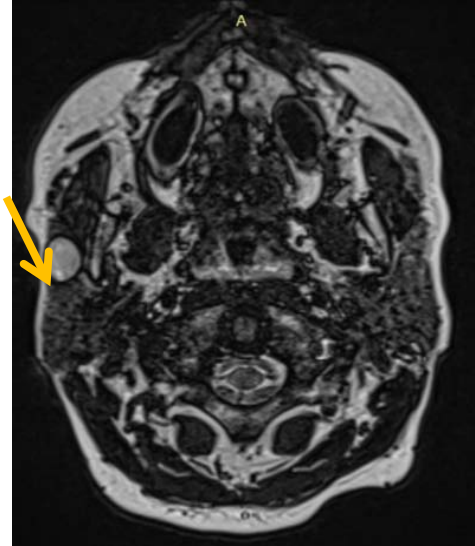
IRM parotidienne en coupe axiale en pondération T2, montrant la tumeur en hypersignal hétérogène.
